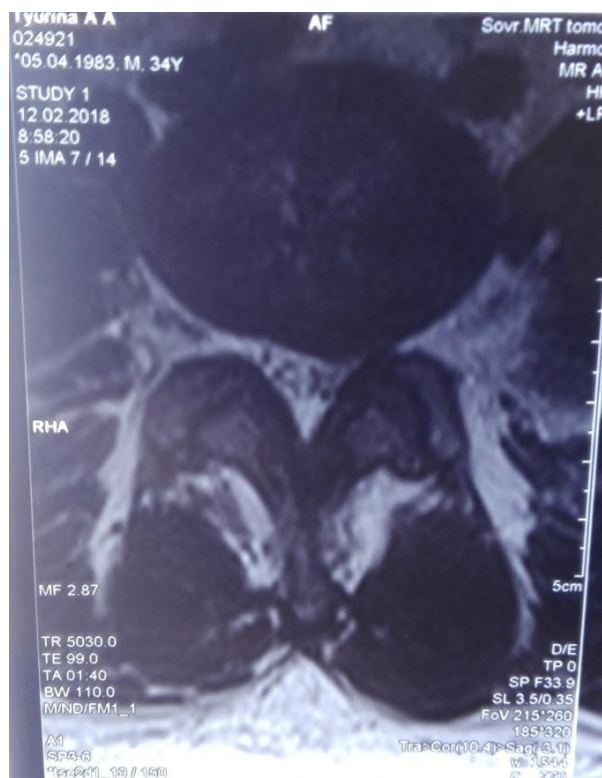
МРТ больной N до операции во фронтальной проекции
